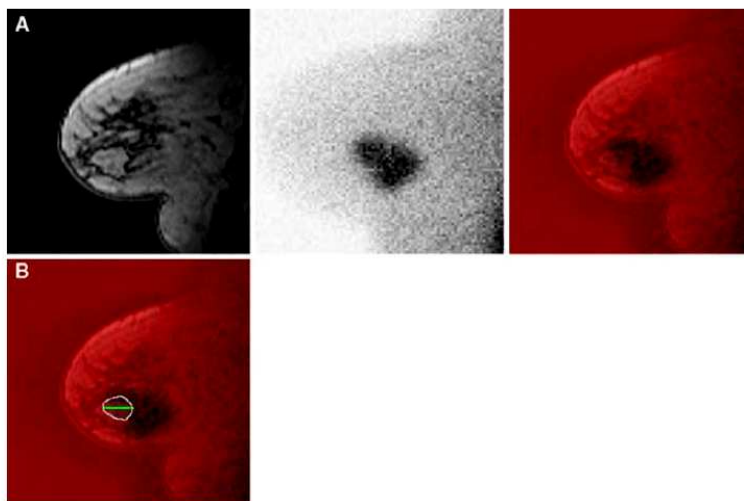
MRI/SM in a 70-year-old patient. (a) MRI/SM formation. (b) MRI/SM image: the white line delimits the area of intersection considered to be the tumor and the green line represents the anteroposterior diameter measurement.
